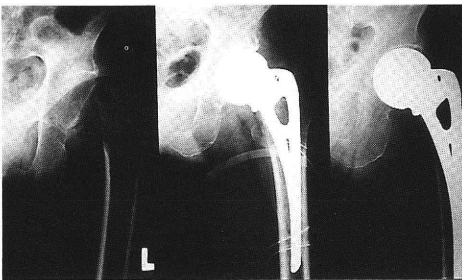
症例1: 左から受傷時, 術直後, 術後6カ月の単純X線写真。ステムのsinking, 及び皮質骨の著明な骨萎縮がみられる
